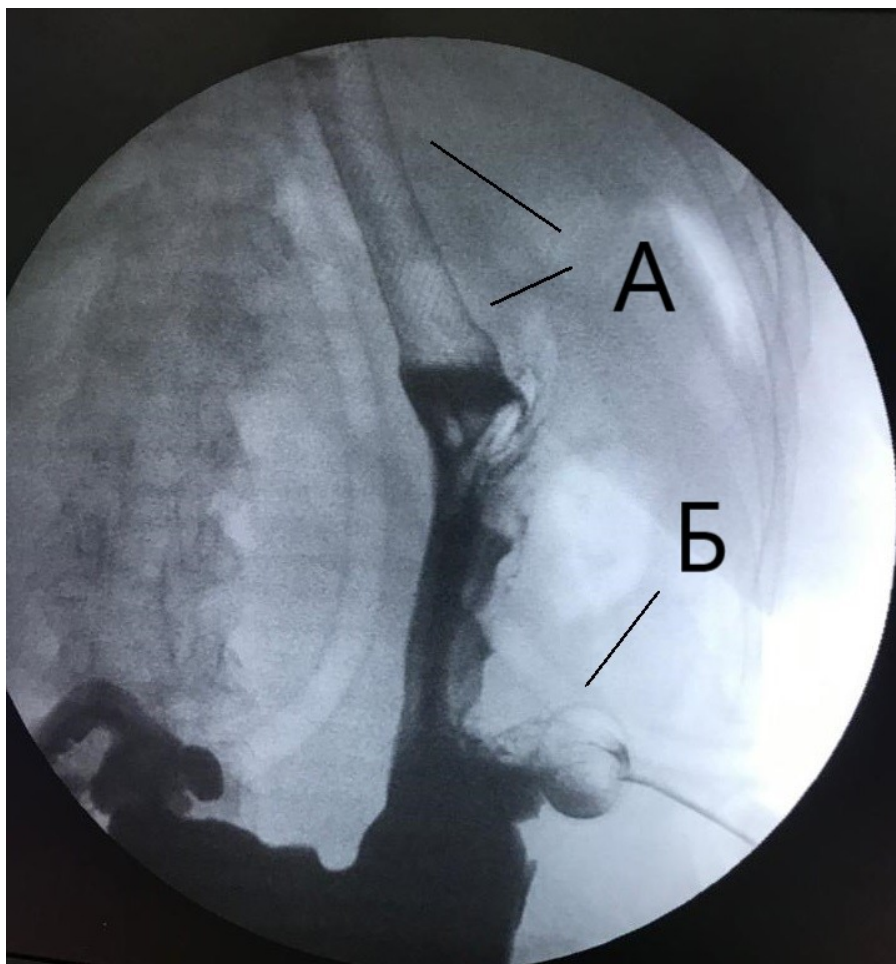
Рентген-контроль результатов релапароскопии:
